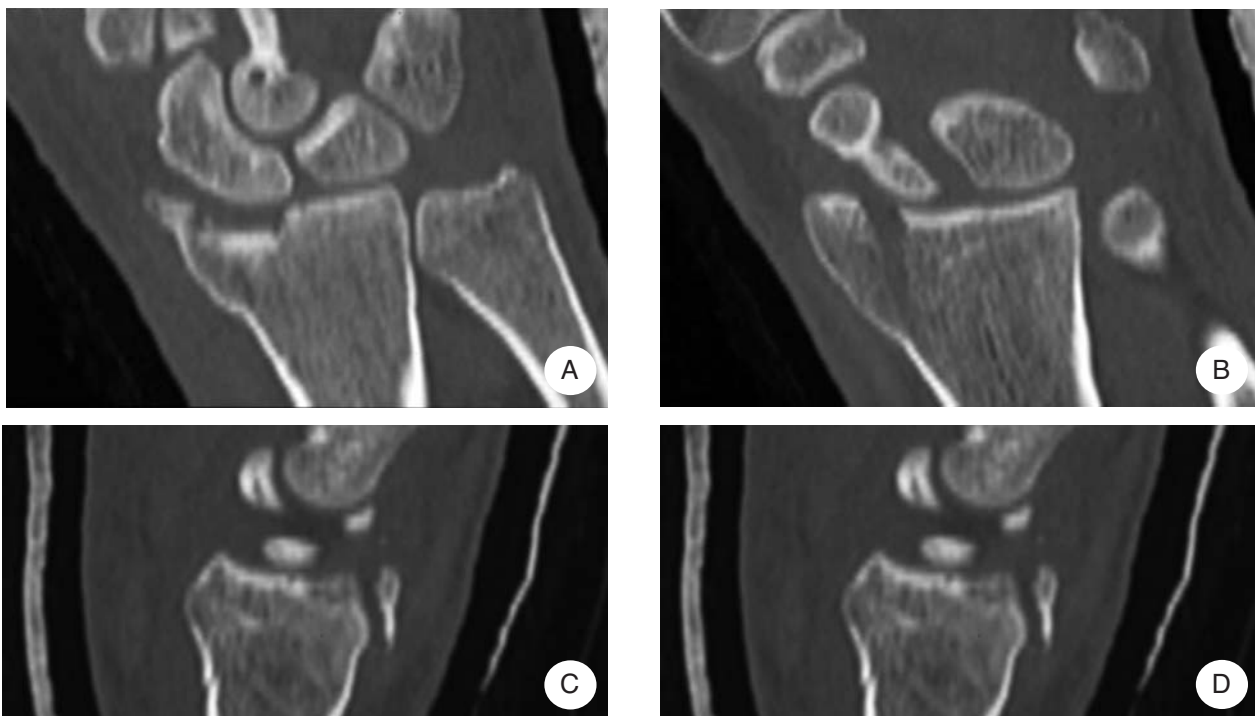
Frattura tipo B2 (a 3 frammenti di Doi). A, B, C, D) immagini TAC preoperatorie.
